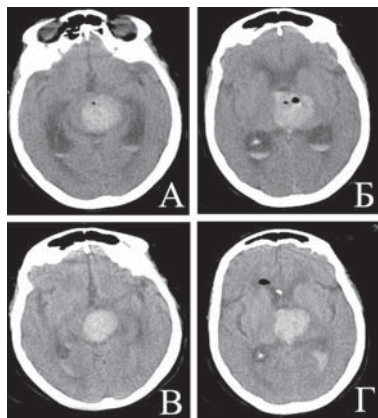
КТ в первые сутки (А, Б) и через неделю (В, Г) после проведенной биопсии опухоли. Отмечается кровоизлияние в опухоль, а также скопление крови в боковых желудочках.
